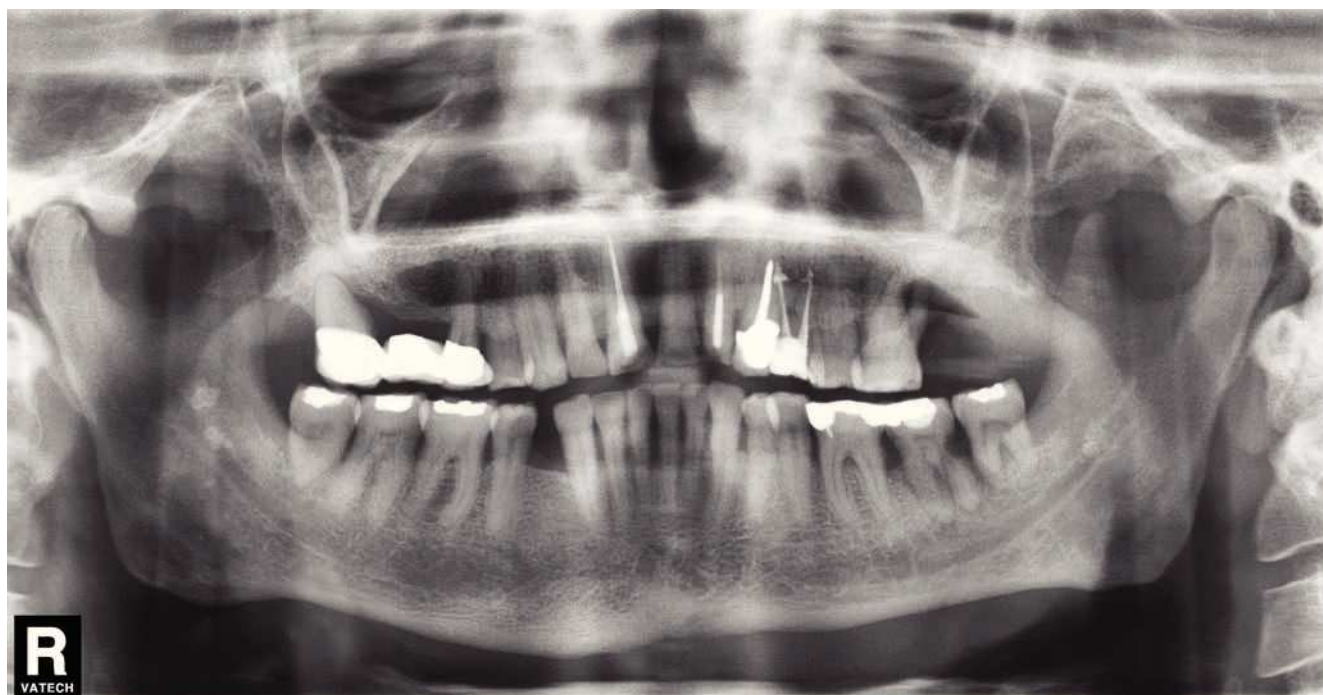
Radiografía panorámica: visualización de pequeñas estructuras hiperdensas bilaterales que se proyectan sobre el conducto dentario inferior inmediatamente por debajo del agujero mandibular correspondiente.
